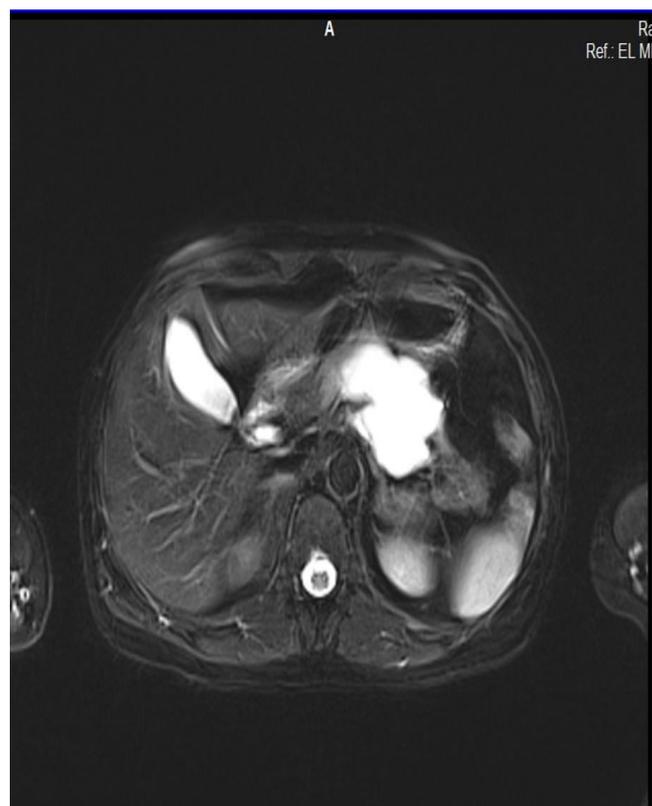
Aspect du lymphangiome kystique à l'IRM
